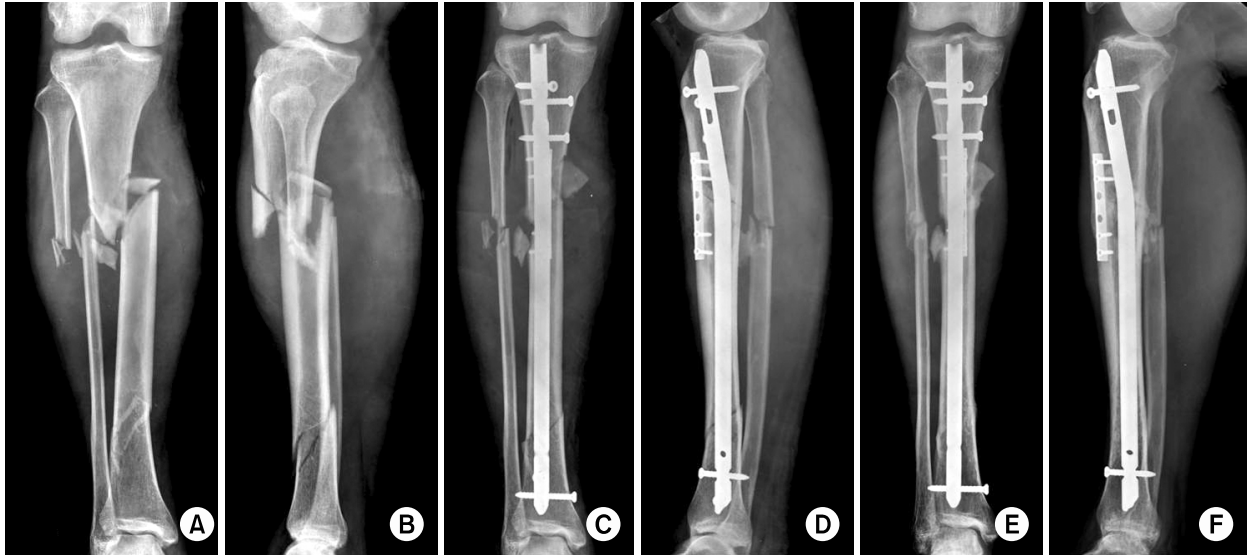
(A, B) Initial radiographs show the segmental fracture of the proximal and distal tibial shafts.
